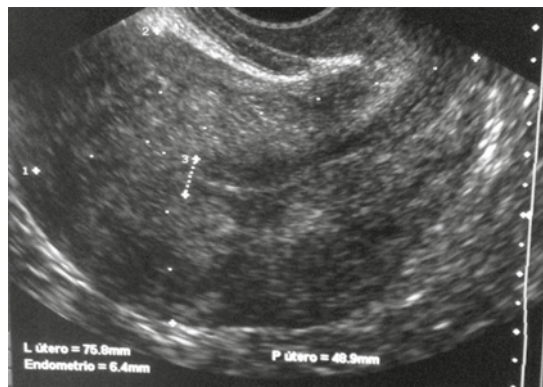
Ultrasonido endovaginal tres meses después de la intervención quirúrgica (útero de 7.5 x 4.8 cm, con línea endometrial de 6.4 mm).
